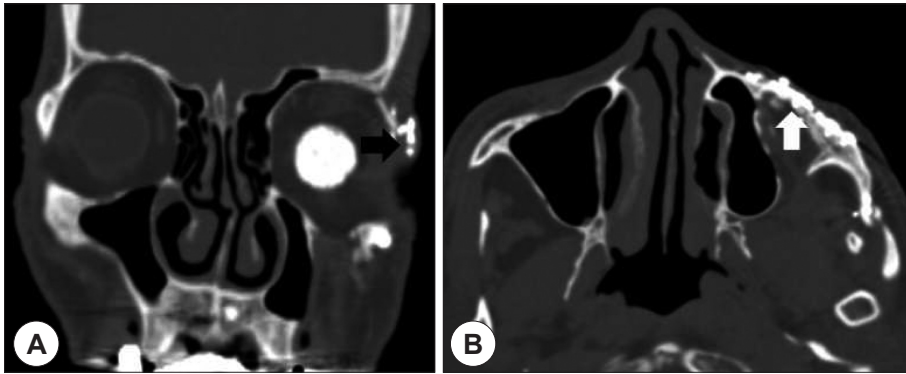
Preoperative CT scan shows placement of implant on lateral orbital rim (black arrow) and anterior wall of maxillary sinus (white arrow)(A : Coronal view, B : Axial view).
